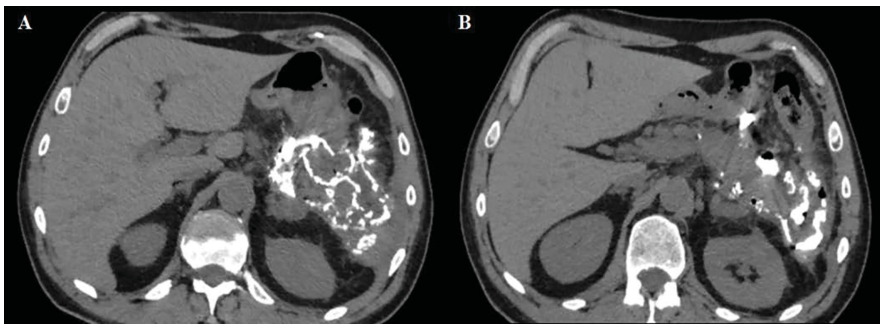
КТ-фистулография.
